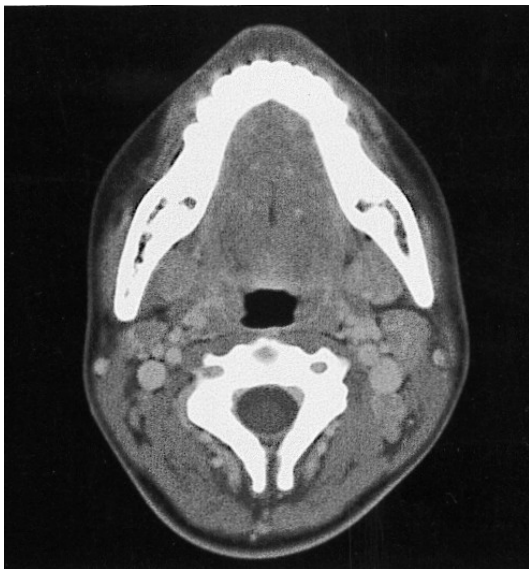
Neck CT scan shows the lymph nodes with heterogenous contrast enhancement.
